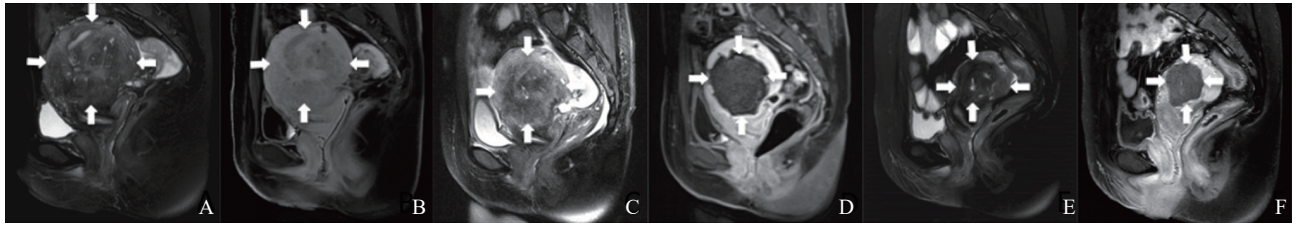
典型病例2(患者, 38岁, 子宫腺肌病)在MWA前后的MRI图像
